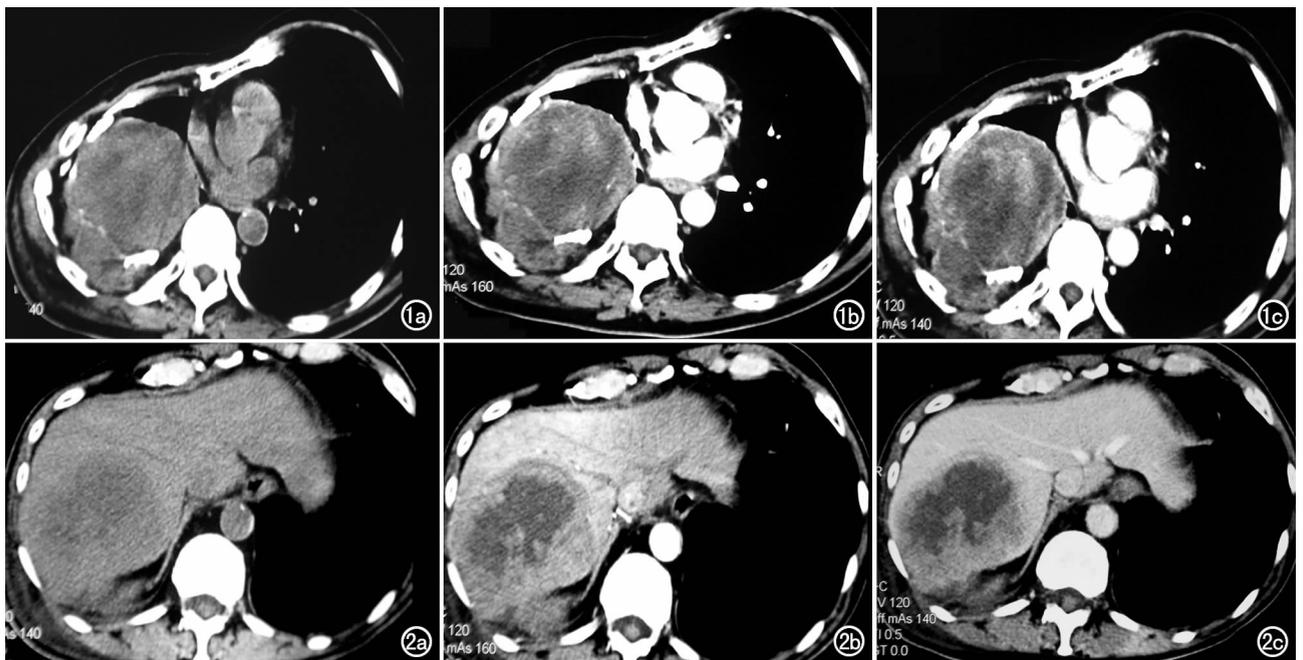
胸部横轴面CT扫描。a) 平扫示右下胸腔内较大病灶,密度不均匀,CT值约30HU; b) 增强扫描动脉期示病灶边缘不规则环状强化,内部条片状强化,CT值约46HU; c) 静脉期示病灶边缘及内部持续强化,CT值约64HU。图2 上腹部横轴面CT扫描。a) 平扫示肝右叶内略低密度灶,CT值约35HU,中央低密度区CT约23HU; b) 动脉期示病灶呈不规则环状强化及内部点片状强化,CT约64HU; c) 门脉期示病灶持续强化,CT值约66HU。
